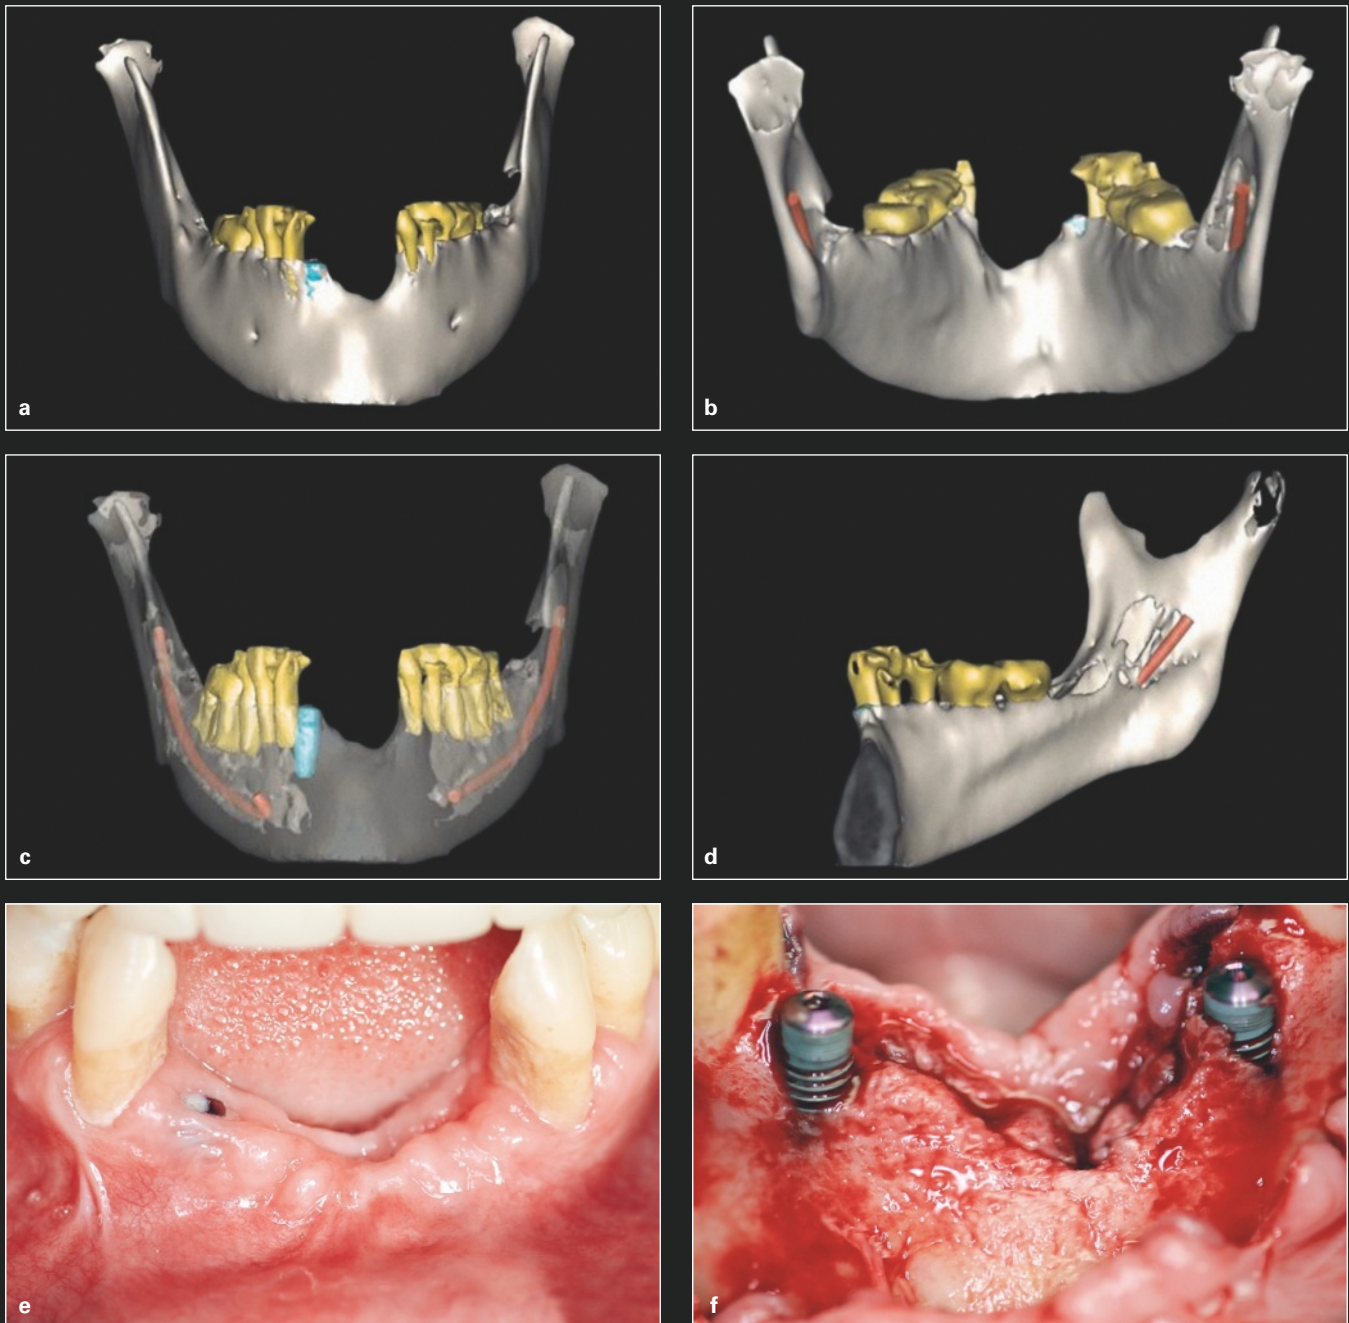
Setzen von Implantaten mit schmaler Plattform (DIO Implantatsystem) in einen Alveolarkamm mit reduzierter Breite. Nach der klinischen Untersuchung und CT-Evaluation (a–c) wurden mit einem Bohrer und mittels lappenlosem Vorgehen Osteotomien gesetzt (d und e).
